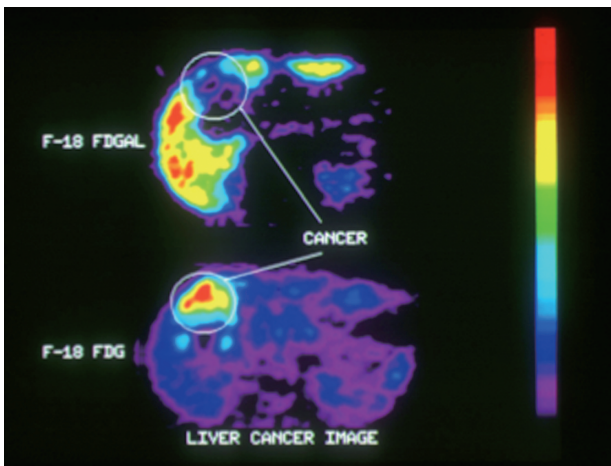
PET image with  $^{18}\text{F}$ -FDGal and  $^{18}\text{F}$ -FDG of liver metastasis from colon cancer
